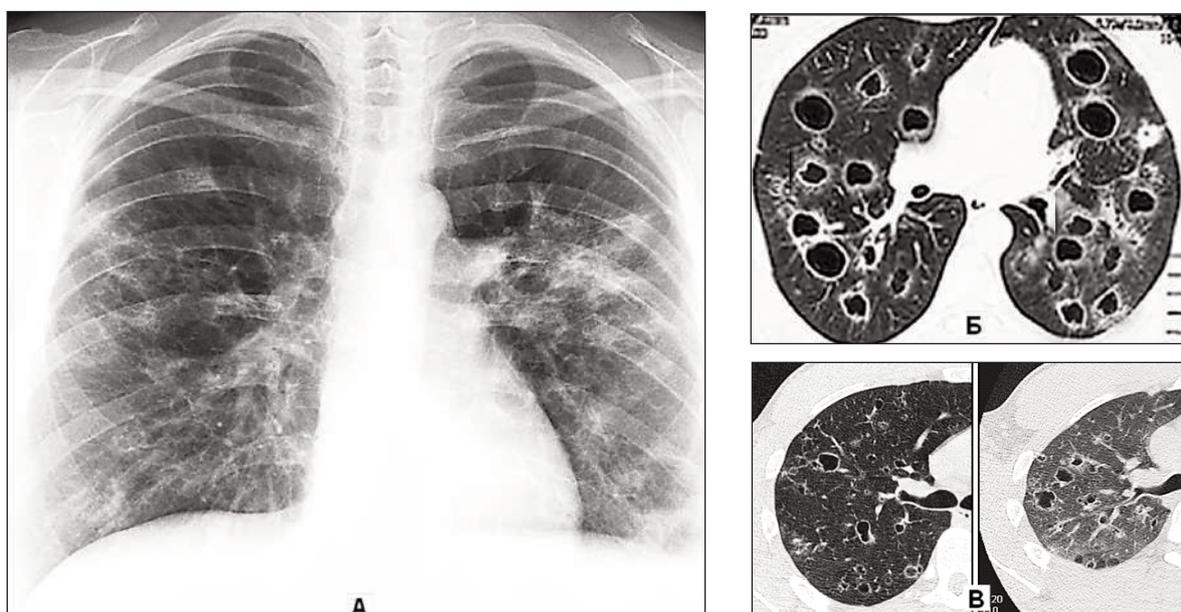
Больная А., 50 лет. ЛАМ органов дыхания. А – рентгенограмма органов грудной клетки, фронтальная проекция. Во всех зонах обоих легких, преимущественно в средних зонах, визуализируется диффузное усиление и деформация легочного рисунка. Дифференцируются множественные тонкостенные воздушные полости с перифокальным лимфангоитом, очаговым и линейным пневмофиброзом. Б – МСКТ, аксиальный срез. Преобладают двусторонние множественные тонкостенные полости с перифокальным лимфангоитом. В – аксиальный срез правого легкого на уровне бифуркации трахеи (инспираторно-экспираторный тест). Вентиляционная функция не страдает, кисты не связаны с бронхиальным деревом.
